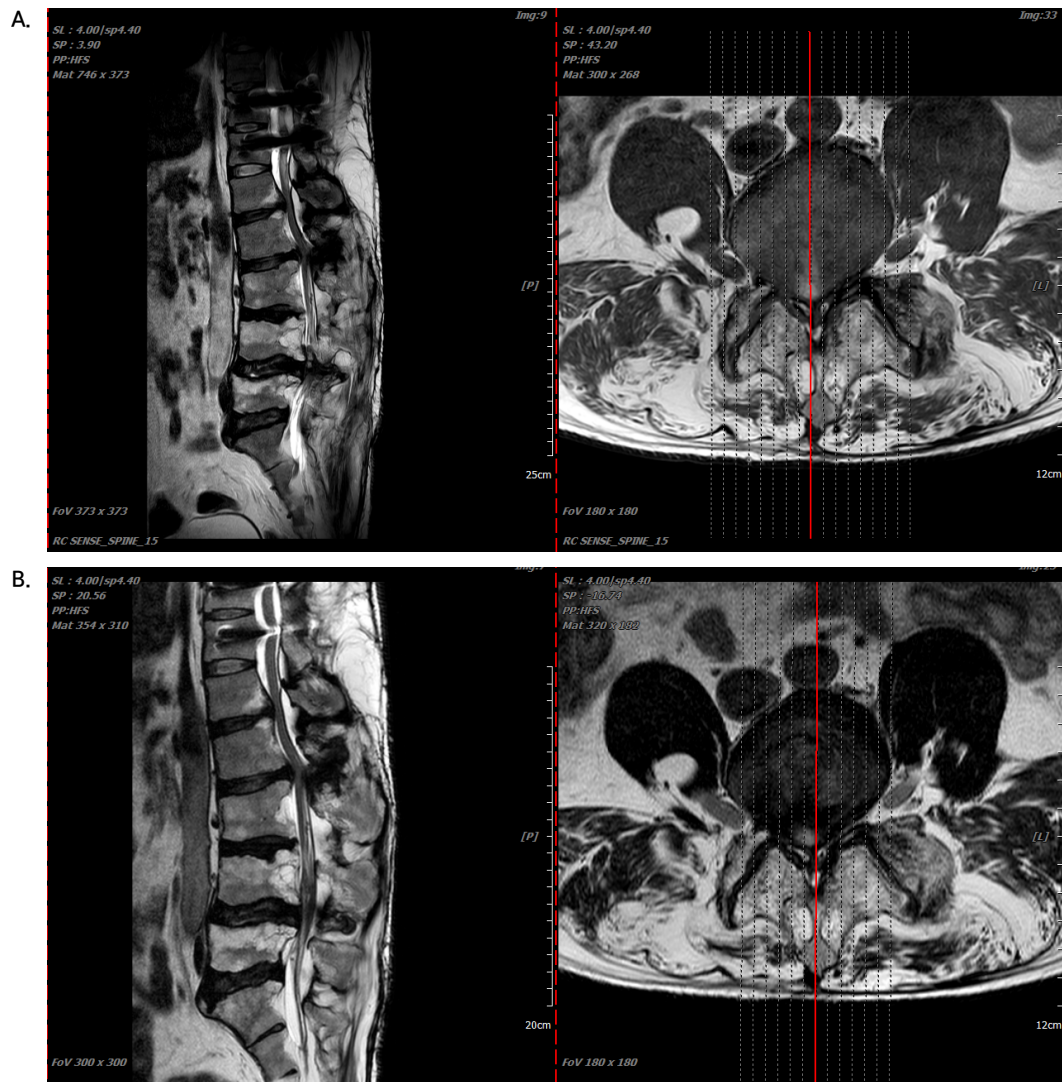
(A) L-spine MRI (August 3, 2017), (B) L-spine MRI with CTL (January 21, 2018). MRI: magnetic resonance imaging, CTL: cervical-thoracic-lumbar.
